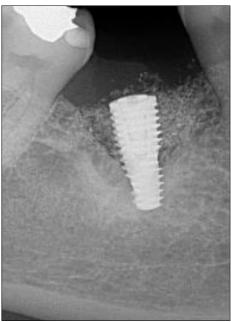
Radiografia periapical da região 46 com instalação do anél ósseo.
